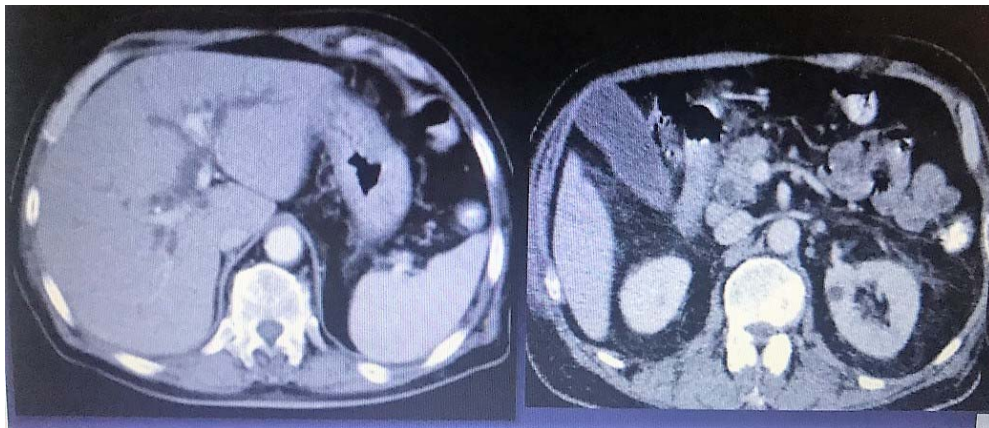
TDM abdominale d'un patient de notre série montrant un cholangiocarcinome infiltrant
